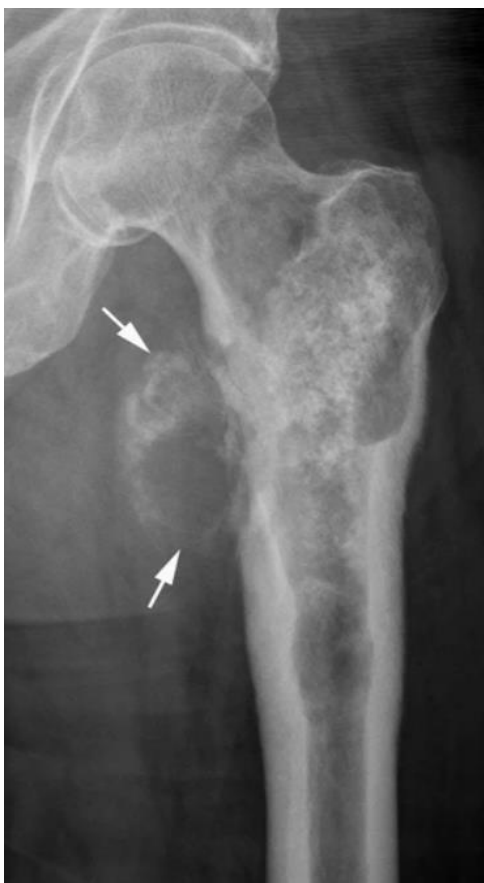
Radiografia anteroposteriore del femore prossimale sinistro raffigurante un condrosarcoma centrale di alto grado. Si può notare la tipica mineralizzazione ad arco e anello delle lesioni cartilaginee. È visibile la distruzione della corticale e l'estensione del tumore nei tessuti molli, come indicato dalle frecce bianche che mostrano una mineralizzazione extra-ossea (52).
